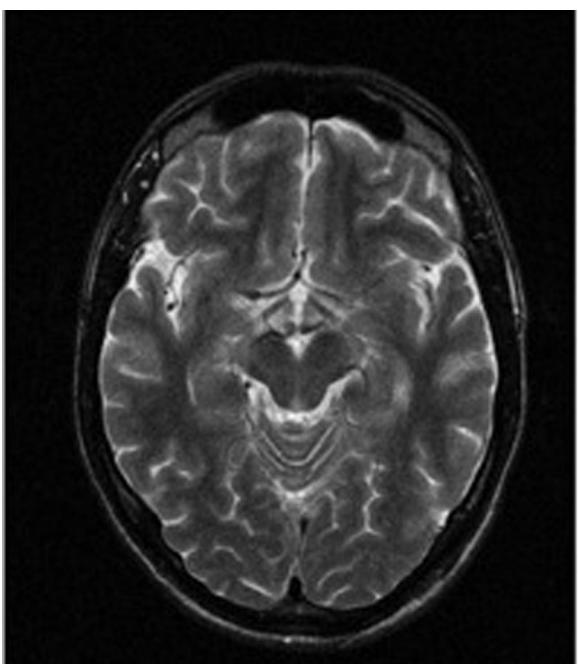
Patient 1: Cerebral MRI scan, T2-weighted images.
